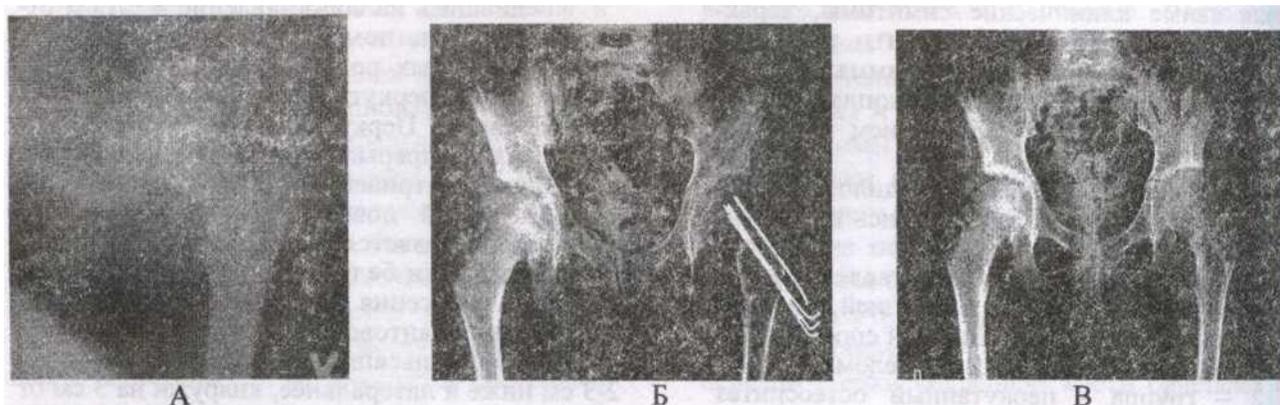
Фото рентгеновских снимков таза больной Э.М.
